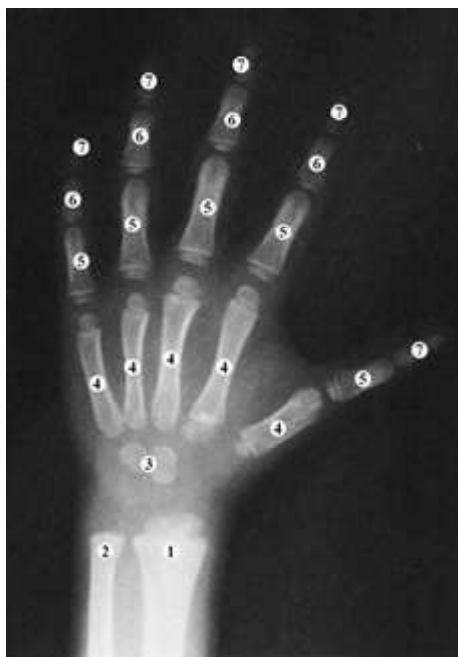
Рентгенограма кистей дитини (1 рік 10 міс.)
